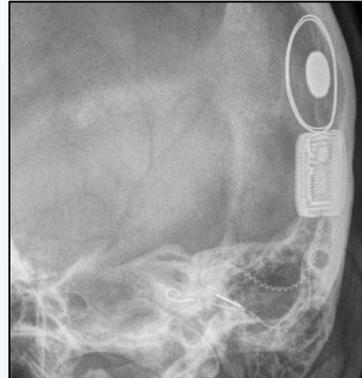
Stenvers view radiograph (modified). a, b tilted magnet outside of internal coil and silicone boundary. Diagnosis: magnet dislocation. c normal finding.
